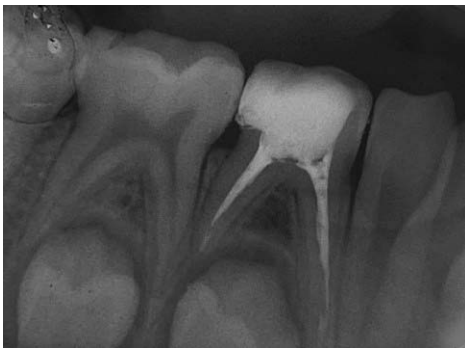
Obturación de los conductos, radiografía posoperatoria
